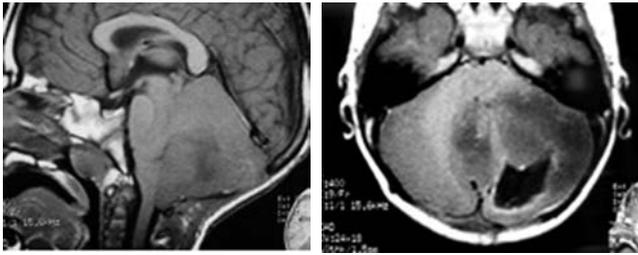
A) RM sagital, que muestra la presencia de lesión heterogénea con halo irregular hipodenso en el hemisferio cerebeloso y hacia el vermix, que se identifica en la imagen B) con patrón quístico por degeneración y/o necrosis.
